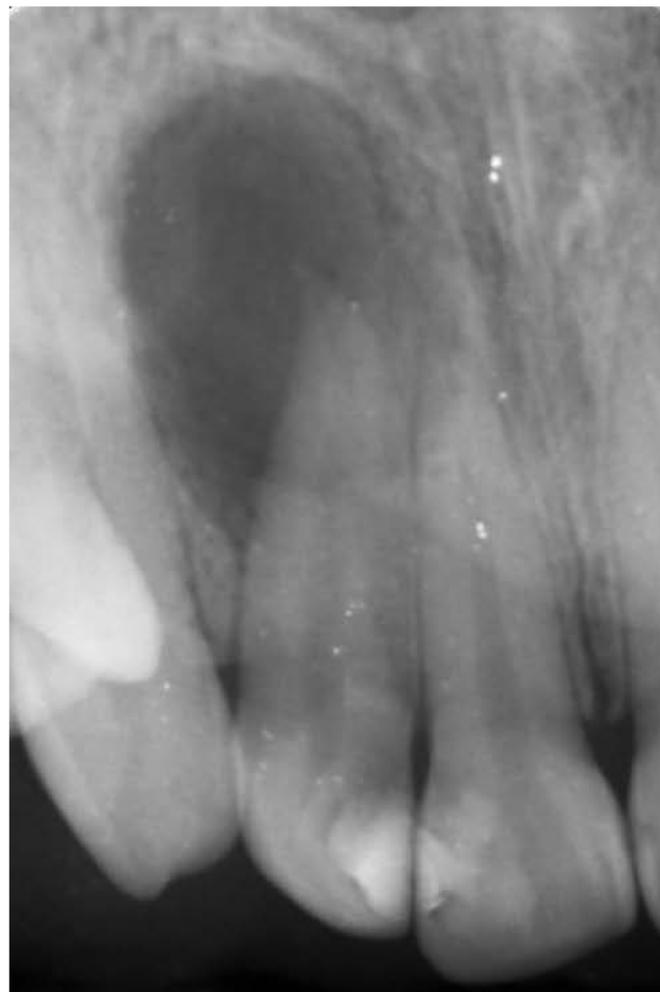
Rx. preoperatoria: sombra radiolúcida periapical extensa.
